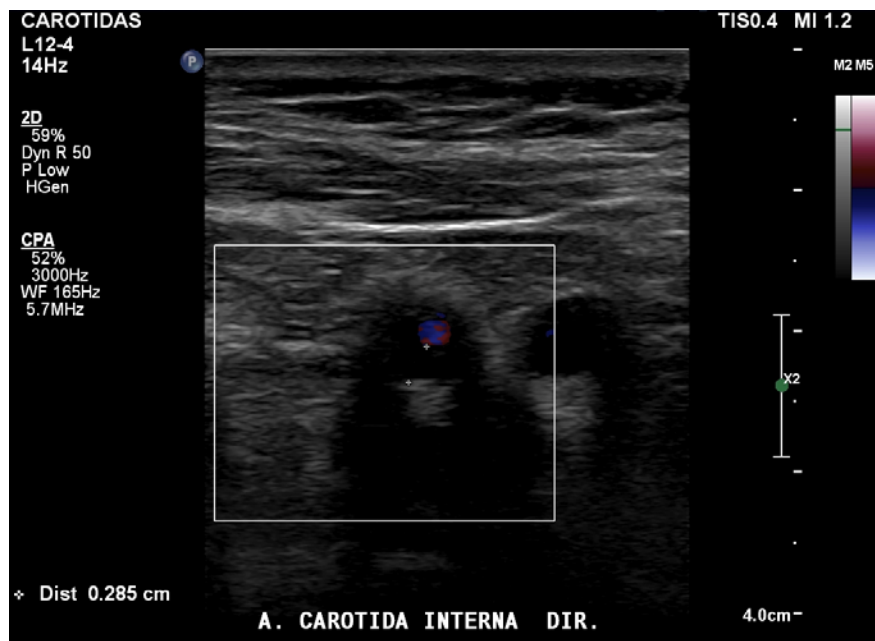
Doppler de amplitude da porção proximal da carótida interna, plano axial
